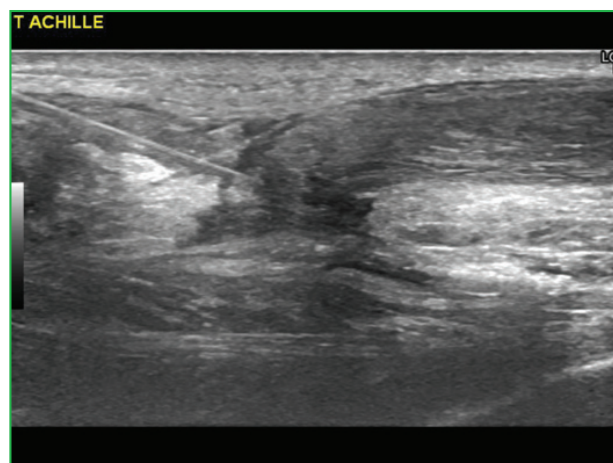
Immagine ecografica dell'ago posizionato nel tendine d'Achille.
